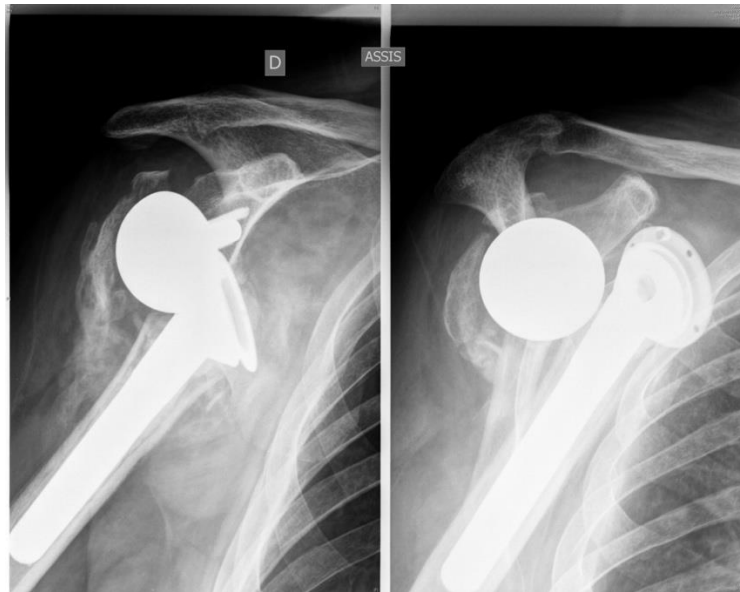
Radiographie de la luxation d'implant
